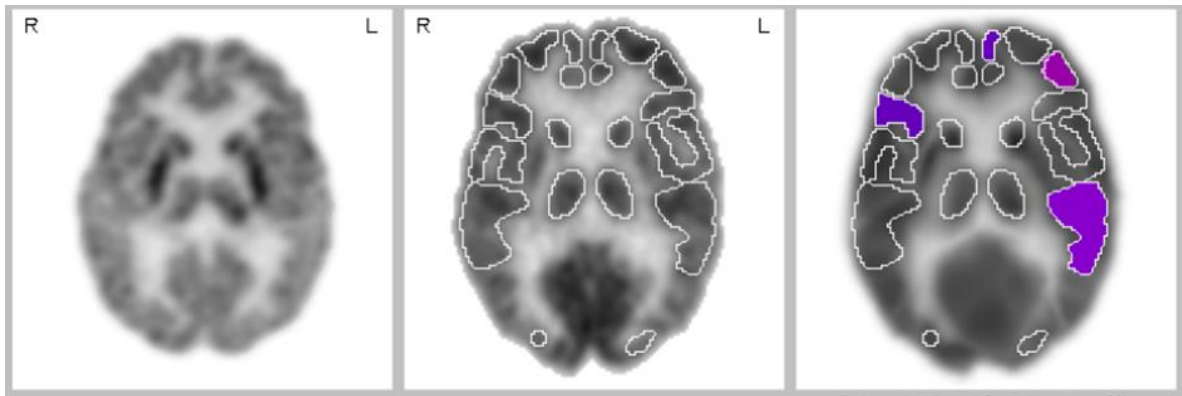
Paciente mujer de 1 año y 10 meses de edad con Epilepsia focal refractaria a tratamiento para estudio de foco epileptogénico se realiza PET FDG cerebral. Imagen A. PET FDG corte axial a nivel de ganglios de la base. B. procesamiento con software NeuroQ, que demuestra hipometabolismo en la región temporoparietal izquierda.
